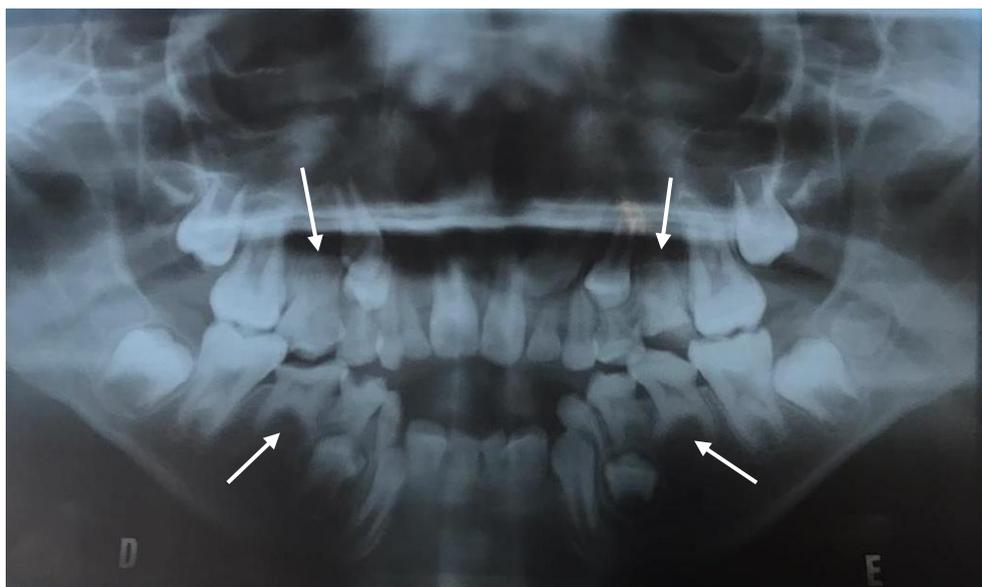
Radiografia panorâmica: seta indica agenesia dos segundos pré-molares
